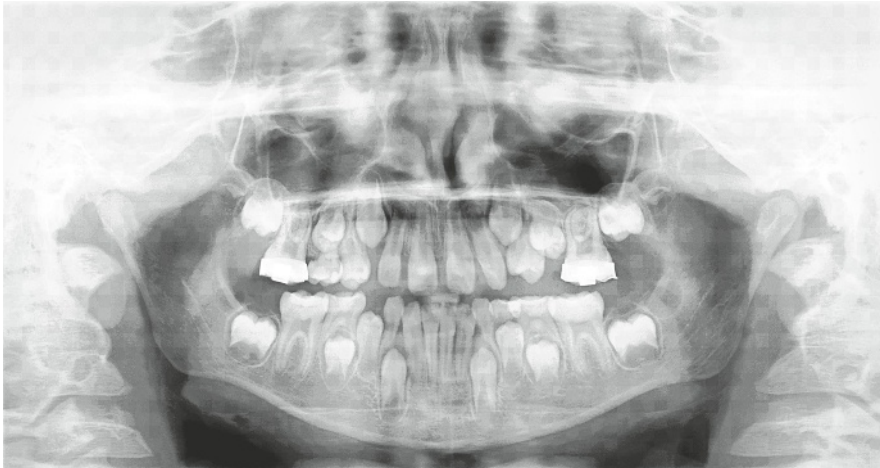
Röntgenbefund im Jahr 2012 vor dem Entfernen der Bänder auf den Molaren.
